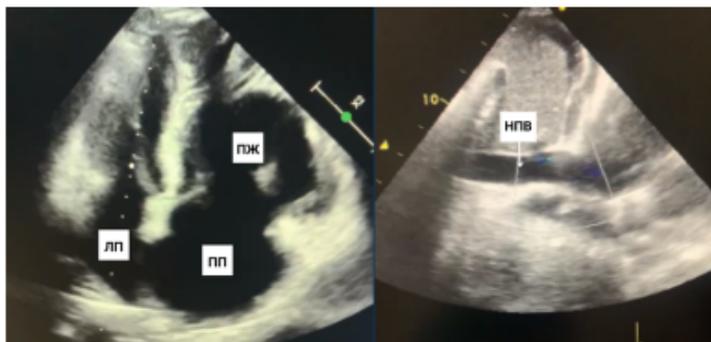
Данные эхокардиографии пациента Н. при поступлении в приемное отделение
